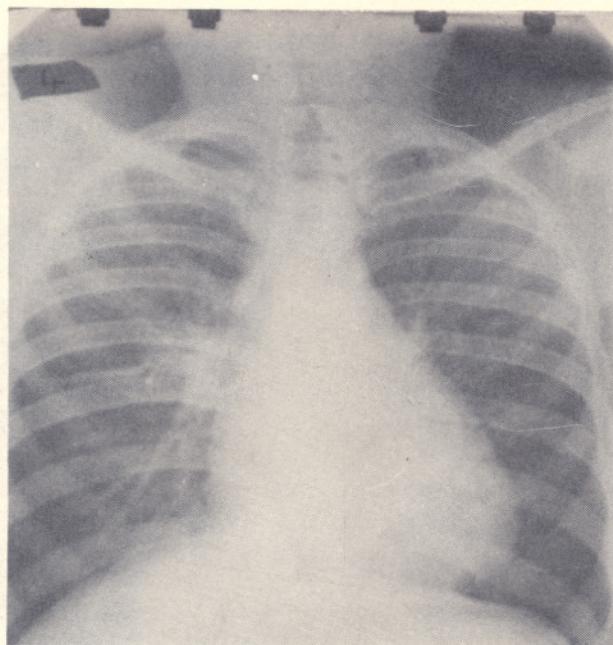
D. V. Paciente de 10 años de edad con T.B. Miliar y cavernas. Radiografía de tórax de admisión.
